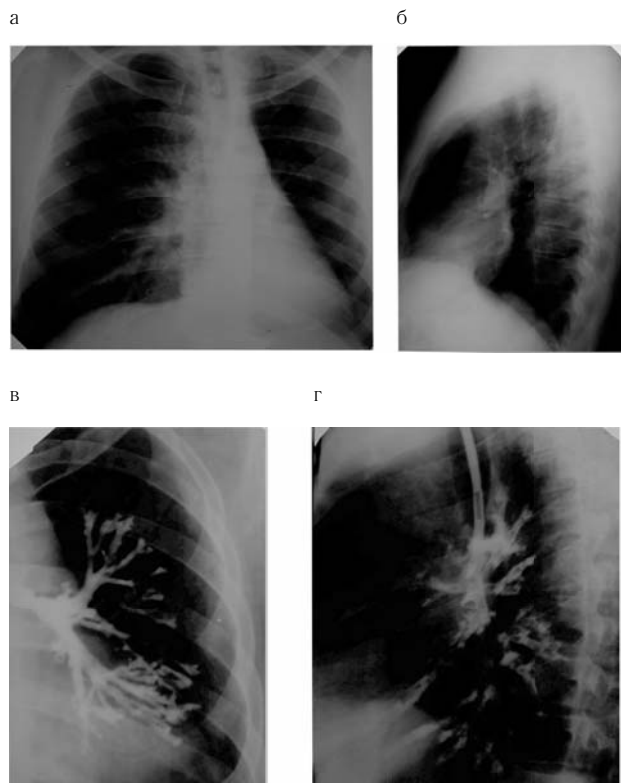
Простая гипоплазия левого легкого. На прямой и левой боковой рентгенограммах (а, б) объем левого легкого значительно уменьшен, легочной рисунок его чрезвычайно беден. Тень сердца смещена влево и закрывает корень левого легкого. Сосуды правого легкого компенсаторно расширены. Имеется ретрогрудная легочная грыжа.
